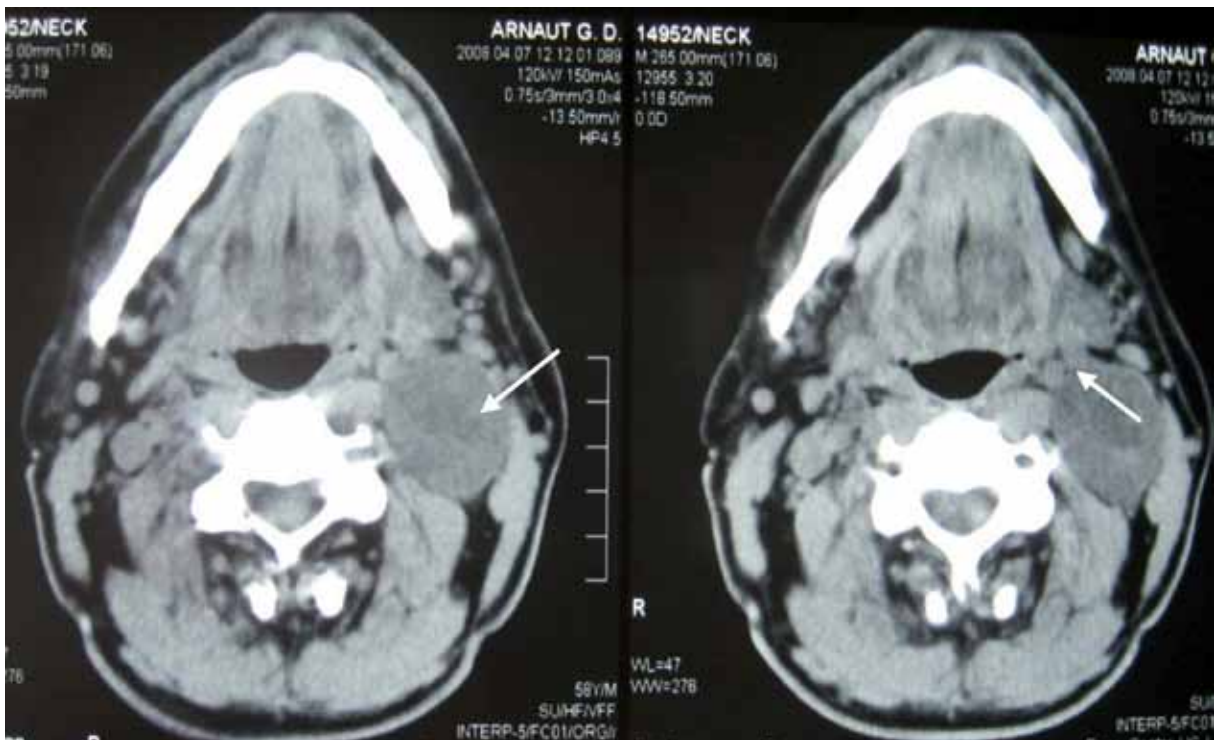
Нативная СКТ (аксиальный срез). Невриома слева (неправильная округлая форма) с участком пониженной плотности в центре (крупная полость неправильной формы). На томограмме магистральные сосуды шеи смещены опухолью медиально, жировая прослойка между артериальными магистральными сосудами и опухолью не определяется. Деформации глотки нет.
